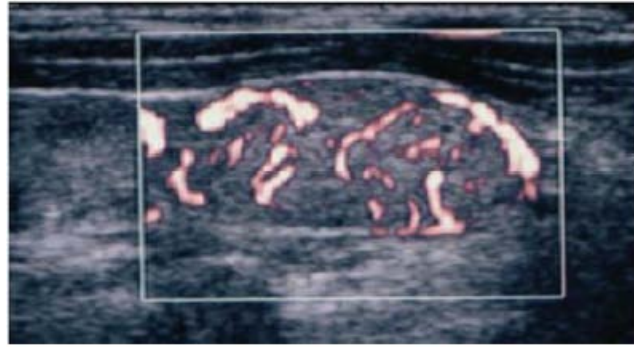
Image échographique d'adénopathie métastatique d'un carcinome papillaire d'aspect arrondi, hypervascularisation anarchique au sein d'un ganglion. (100)
